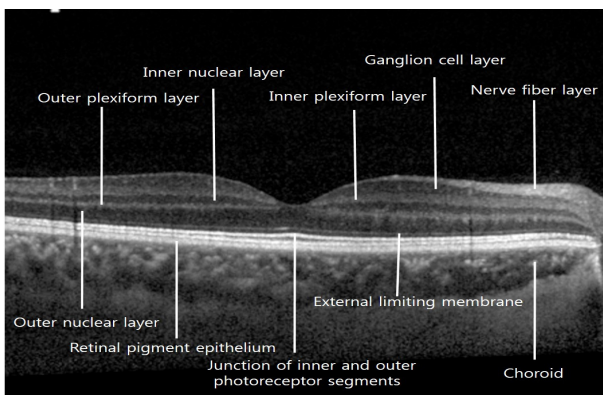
Optical coherence tomography image of right eye. The normal retinal layers are visible.
